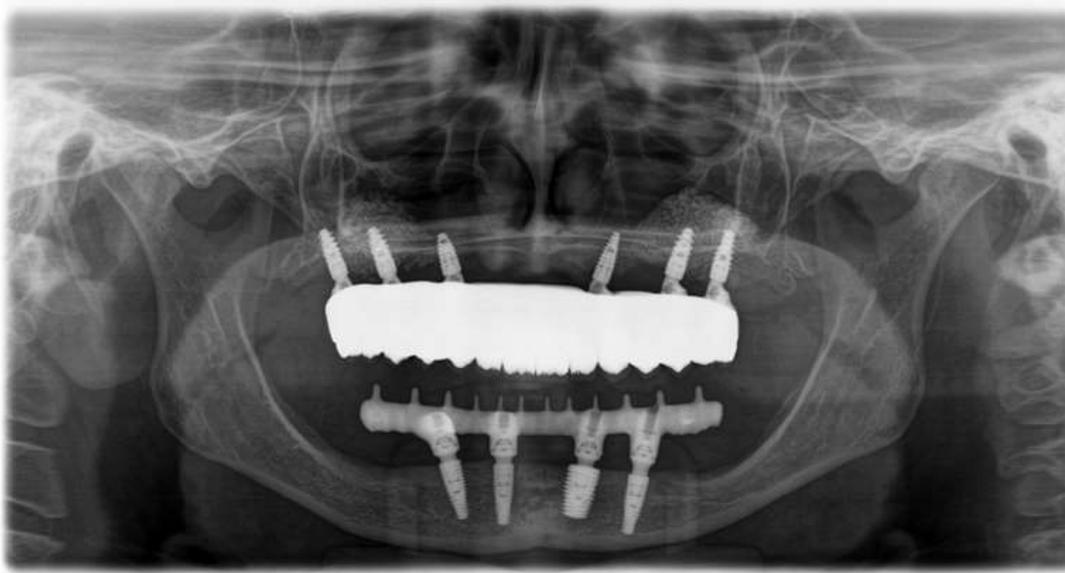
Control radiografía panorámica (A) Corroboración asentamiento pasivo infraestructura de titanio e implantes y asentamiento de infraestructura de titanio con la supraestructura de zirconio
